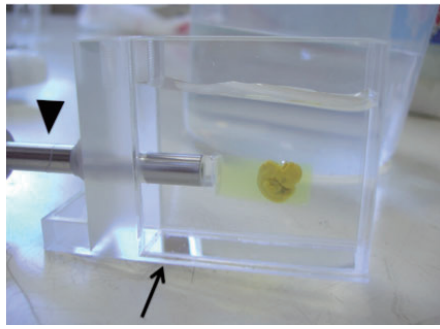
サンプルセルにゲル包埋した標本を水没させたもの。矢印：サンプルセル，矢頭：回転軸。この軸の回転により，CT像を得る。
